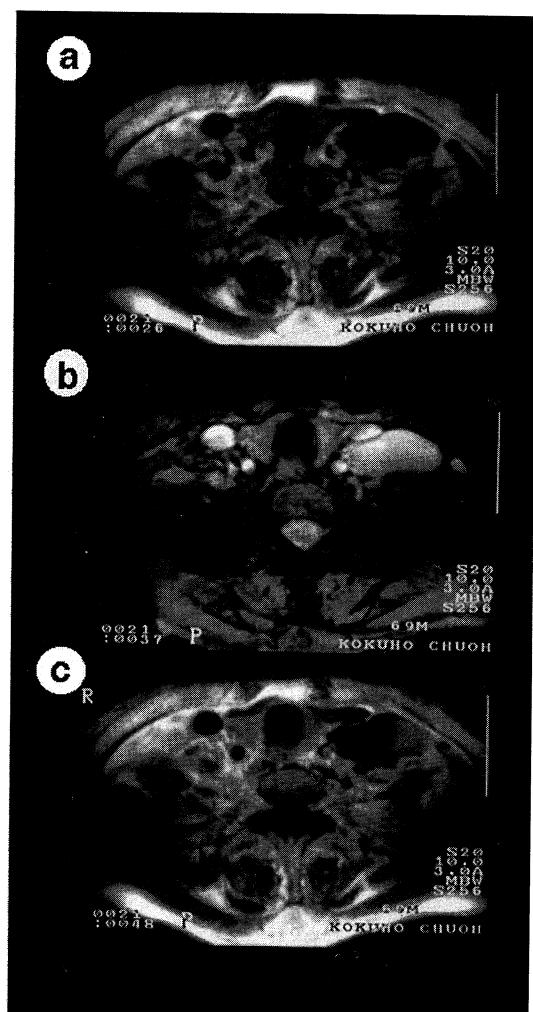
MRI of the neck. T1-weighted image showed a low intensity mass (a). T2-weighted image showed a high intensity mass (b). The mass was enhanced inhomogeneously (c).
